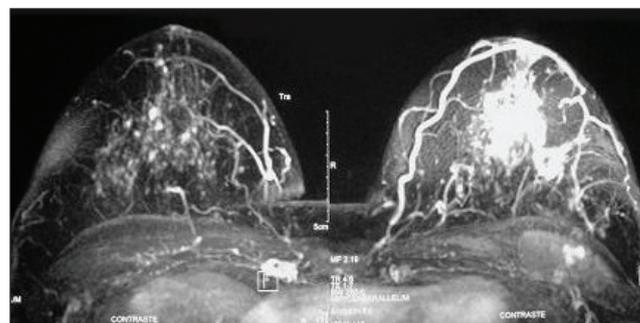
Ressonância magnética mostrando área de realce anômalo intramamário em caso de doença de Paget na papila, cujo exame microscópico revelou ser carcinoma ductal infiltrativo intraglandular, não visualizado na mamografia.
